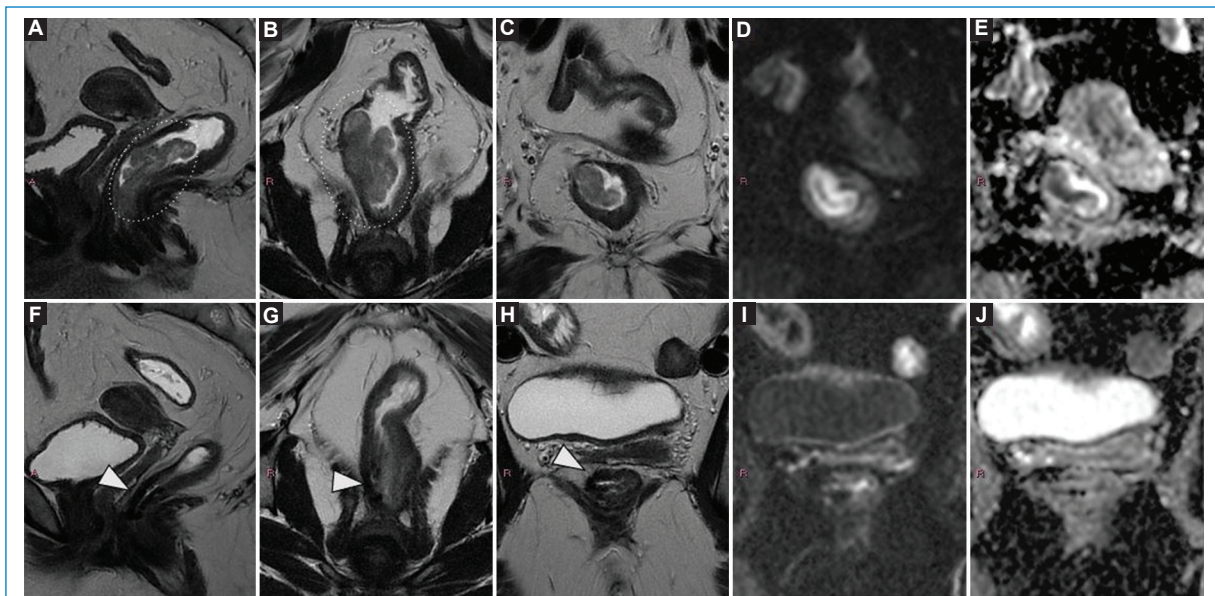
Adenocarcinoma de recto inferior. La RM de estadificación con secuencias de alta resolución sagital T2 (A), coronal T2 (B), axial T2 (C) y DWI/mapa de ADC (D y E) evidencia una lesión semicircunferencial (elipse) con mínima extensión extramural < 5 mm: mrT3b; N0, EMVI negativo, MRC libre. La RM de control a las 14 semanas postratamiento muestra una cicatriz densa con señal hipointensa en T2 (F-H) atribuible a fibrosis (punta de flecha), sin señal intermedia ni restricción en la secuencia de DWI/mapa ADC (I y J): TRG 2, compatible con buena respuesta, y el paciente es candidato a manejo no operatorio. EMVI: invasión vascular extramural.
